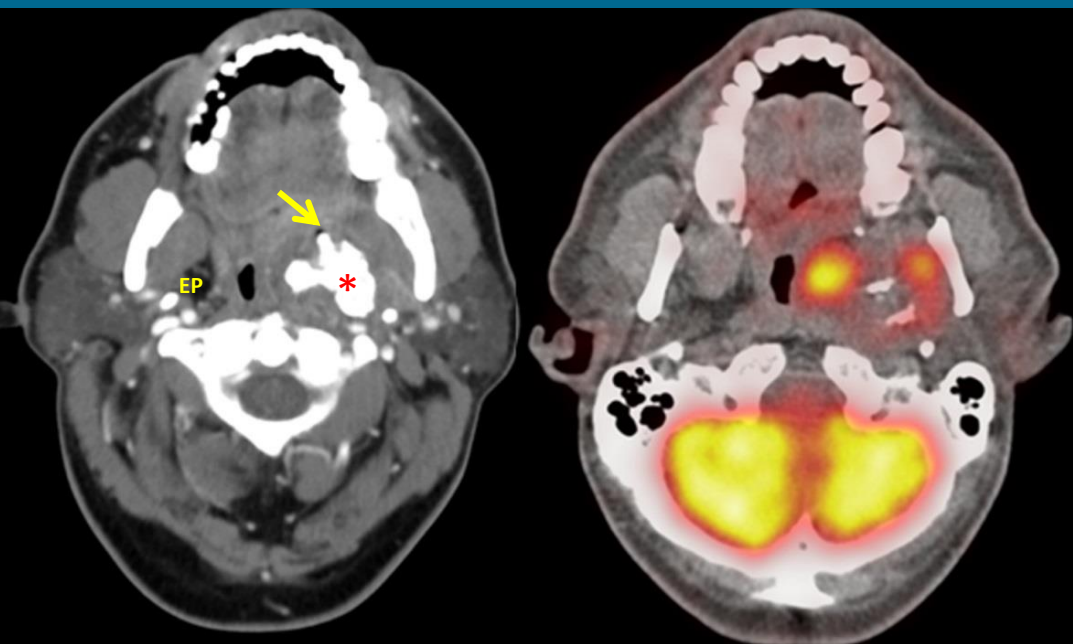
Lesión expansiva en el EP izquierdo, con gruesas calcificaciones centrales (*), condiciona desplazamiento del espacio faringomucoso y espacio vascular, que muestra actividad hipermetabólica en el estudio de PET-CT.
